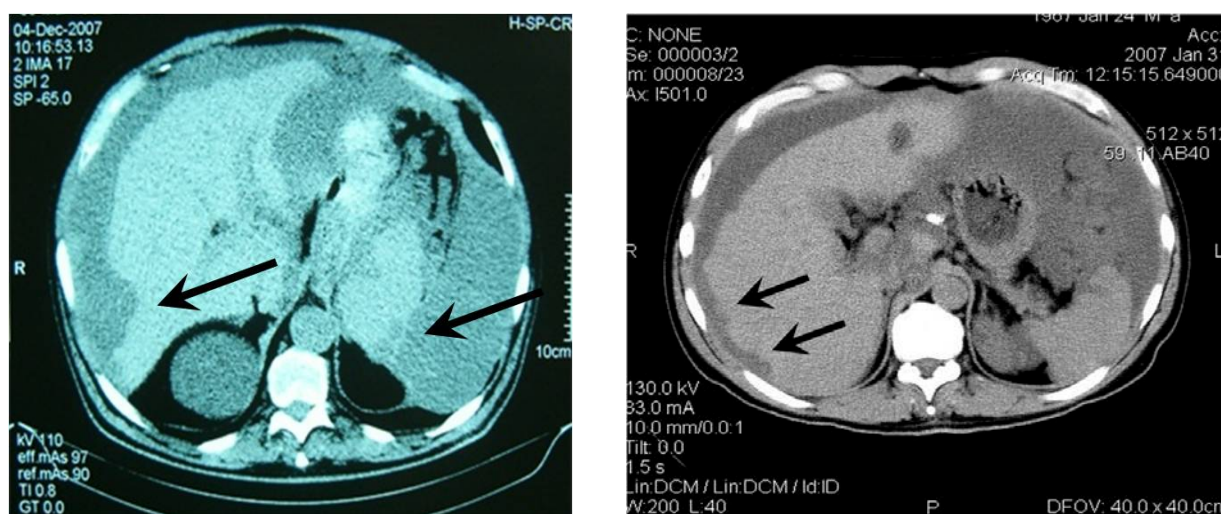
Imagini tomografice ce denotă fenomen de „scalping” visceral al conturului hepatic și splenic (săgeți)
